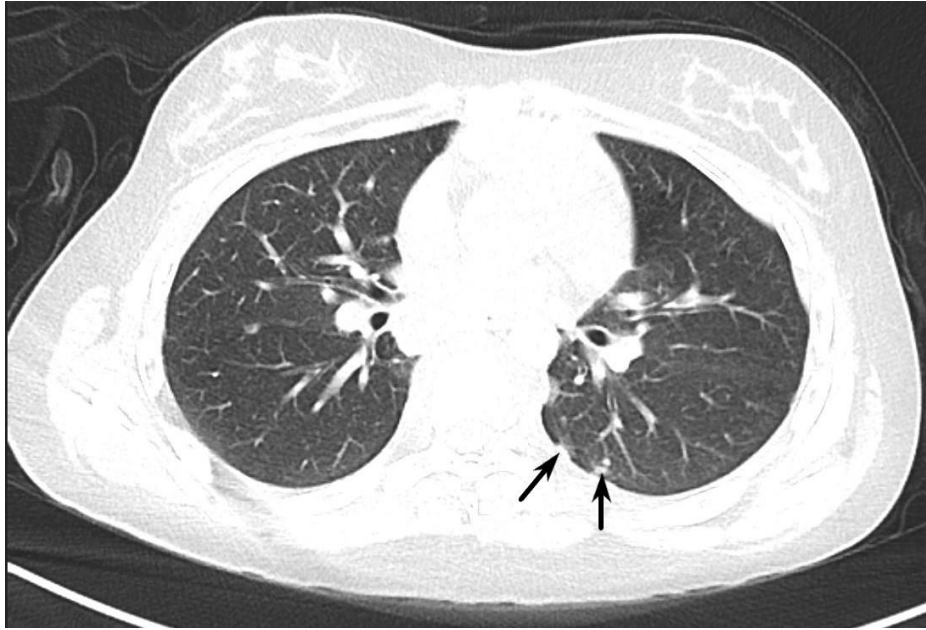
Chest CT in transverse plane. Two solitary nodules in the superior segment of the left lung (black arrows).
